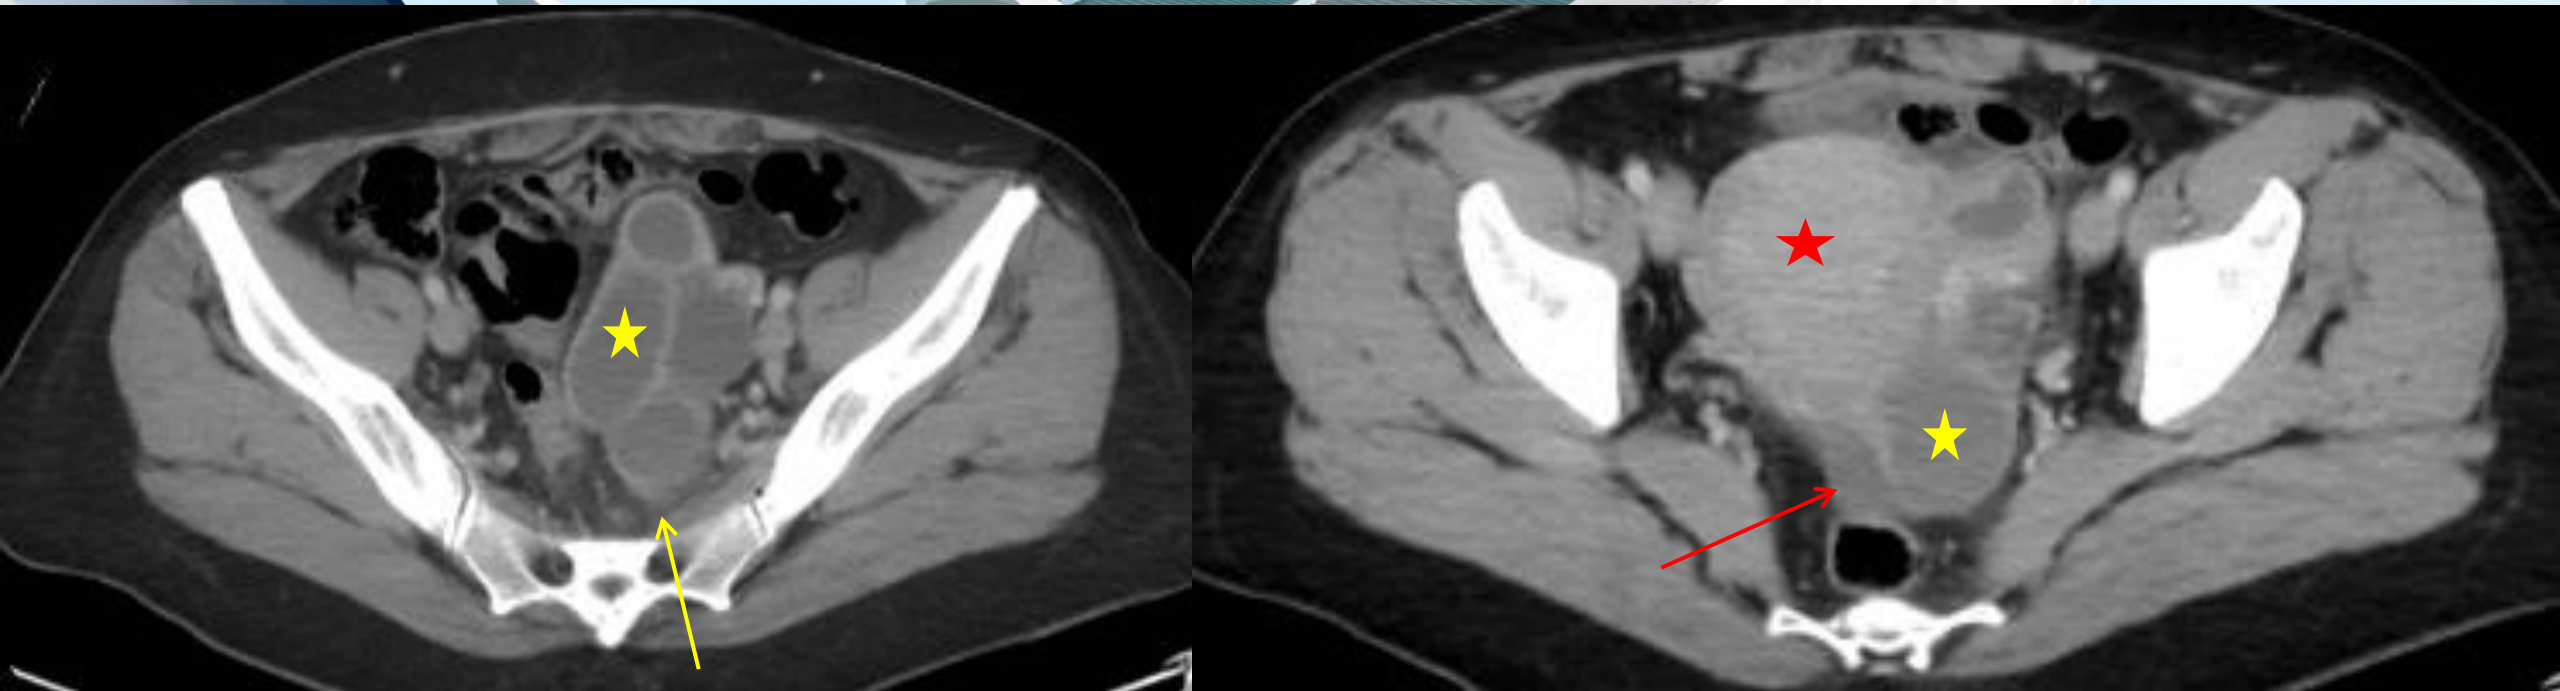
TC abdominal con CIV en fase portal en plano axial.
